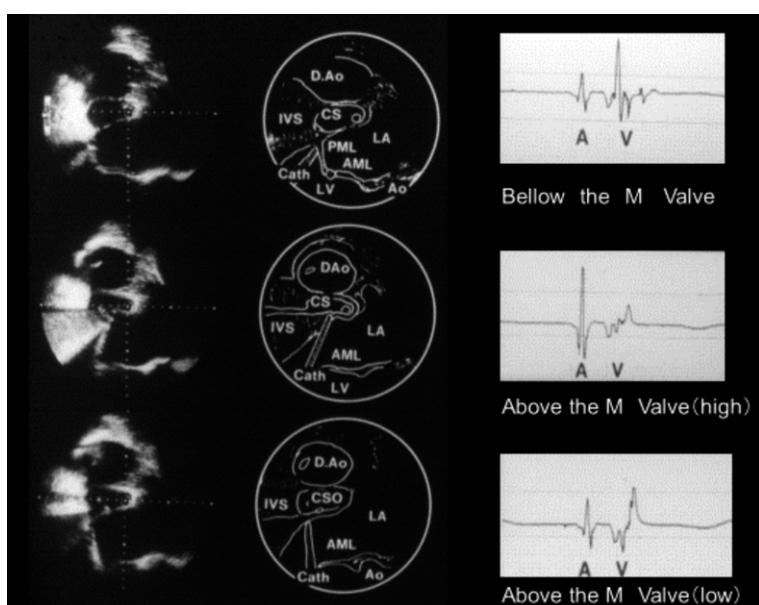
心内超音波観察下のWPW症候群に対するカテーテルアブレーション
